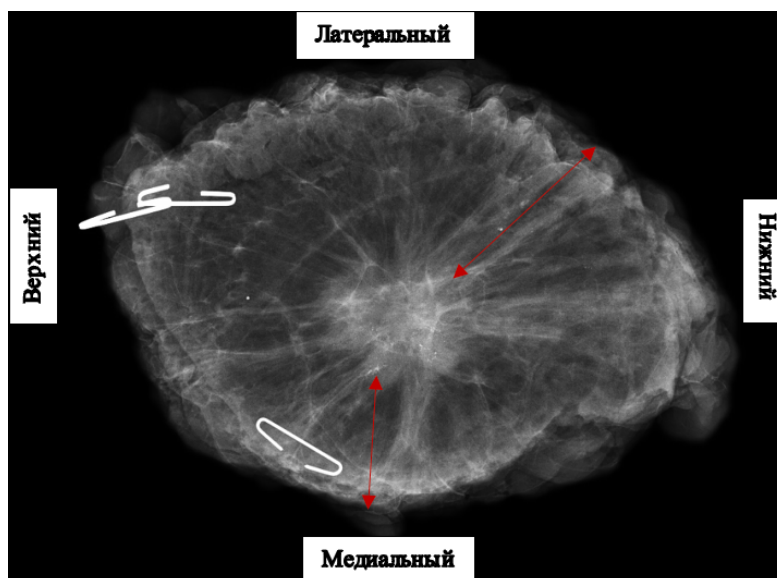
Интраоперационная рентгенография секторального образца в прямой проекции.
